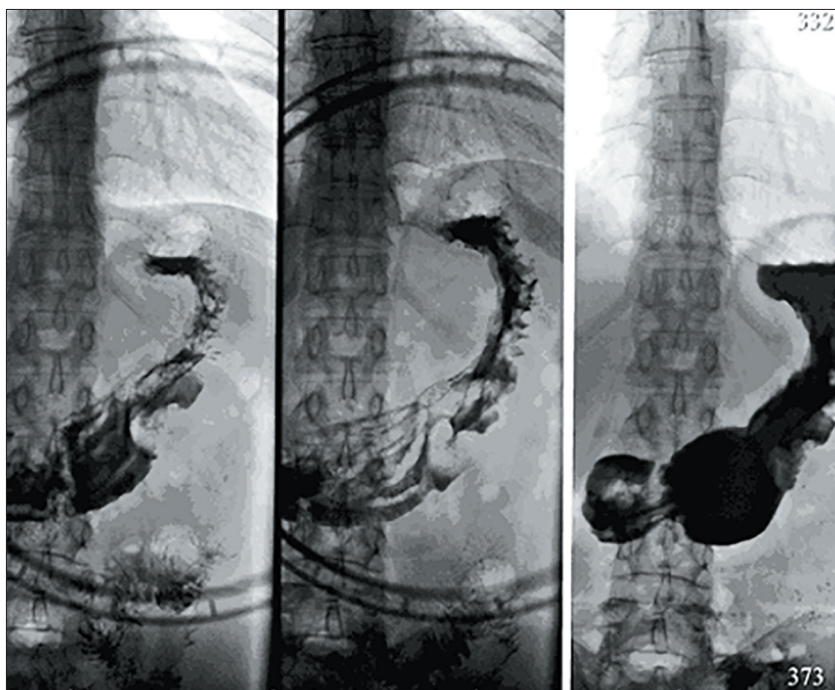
Рентгенологическое исследование ВОПТ в вертикальном положении пациента. Фазы пневморельефа и тугого наполнения желудка. Рак тела желудка. Спиной к приемнику рентгеновского излучения
